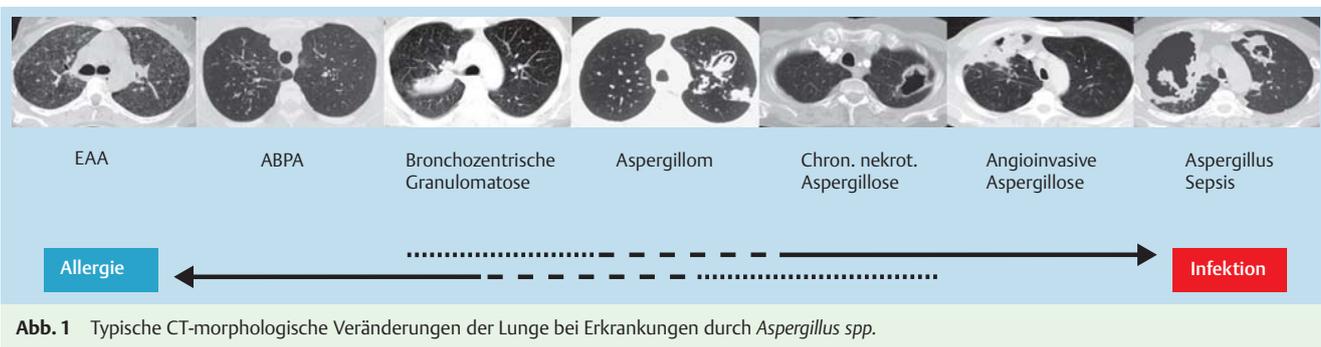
Typische CT-morphologische Veränderungen der Lunge bei Erkrankungen durch *Aspergillus* spp.
